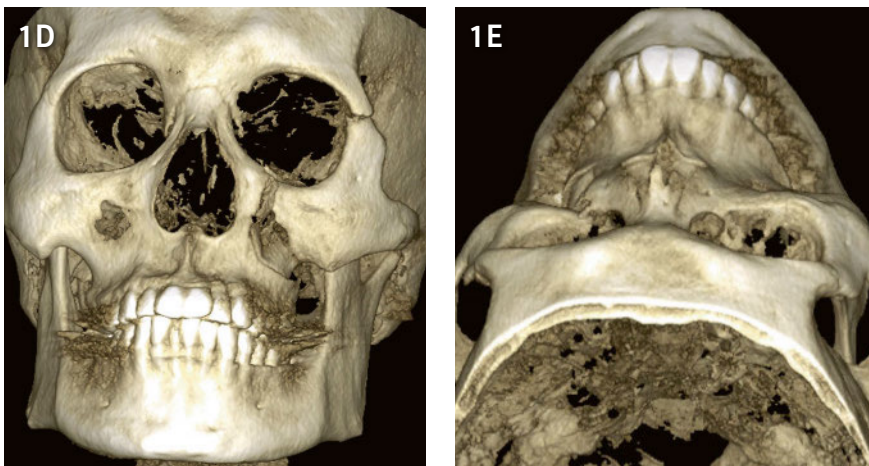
La tomographie volumique numérique (TVN) montre un déplacement fracturaire caudo-postérieur et latéral de l'os zygomatique gauche avec fractures de la suture fronto-zygomatique et du bord infra-orbitaire au niveau du foramen infra-orbitaire (A = coupe coronale [frontale], B = coupe axiale, C = coupe sagittale, D et E = reconstructions d'images en 3 dimensions). Les images en TVN montrent également une opacification du sinus maxillaire gauche (hémosinus) en tant que signe indirect de fracture. L'arcade zygomatique elle-même ne semble pas fracturée.
